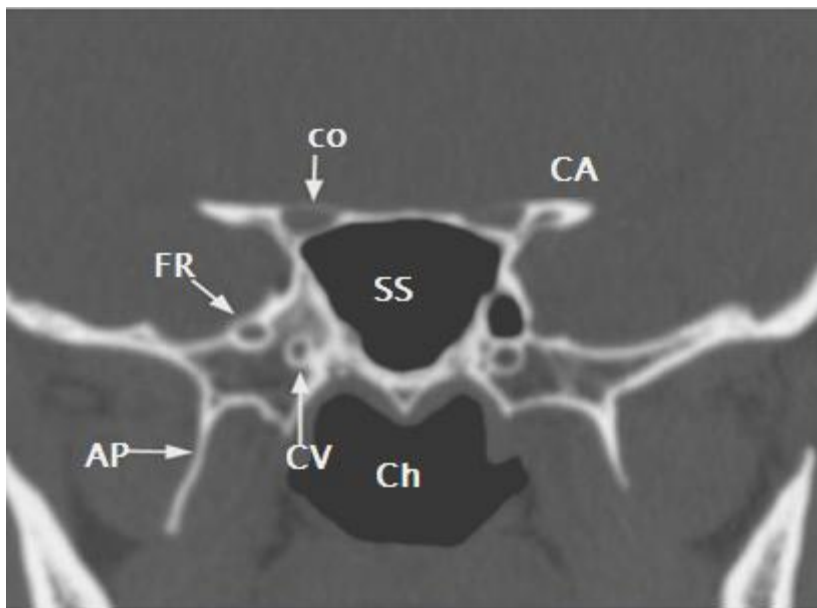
TDM des sinus C- coupe coronale passant par le sinus sphénoïdal montrant ses rapports inférieurs et latéraux. SS : sinus sphénoïdal, Ch : choanes, CA : apophyse clinôïde antérieure, AP: apophyse ptérygoïde, CO : canal optique, FR : foramen rond, CV : canal vidien.
